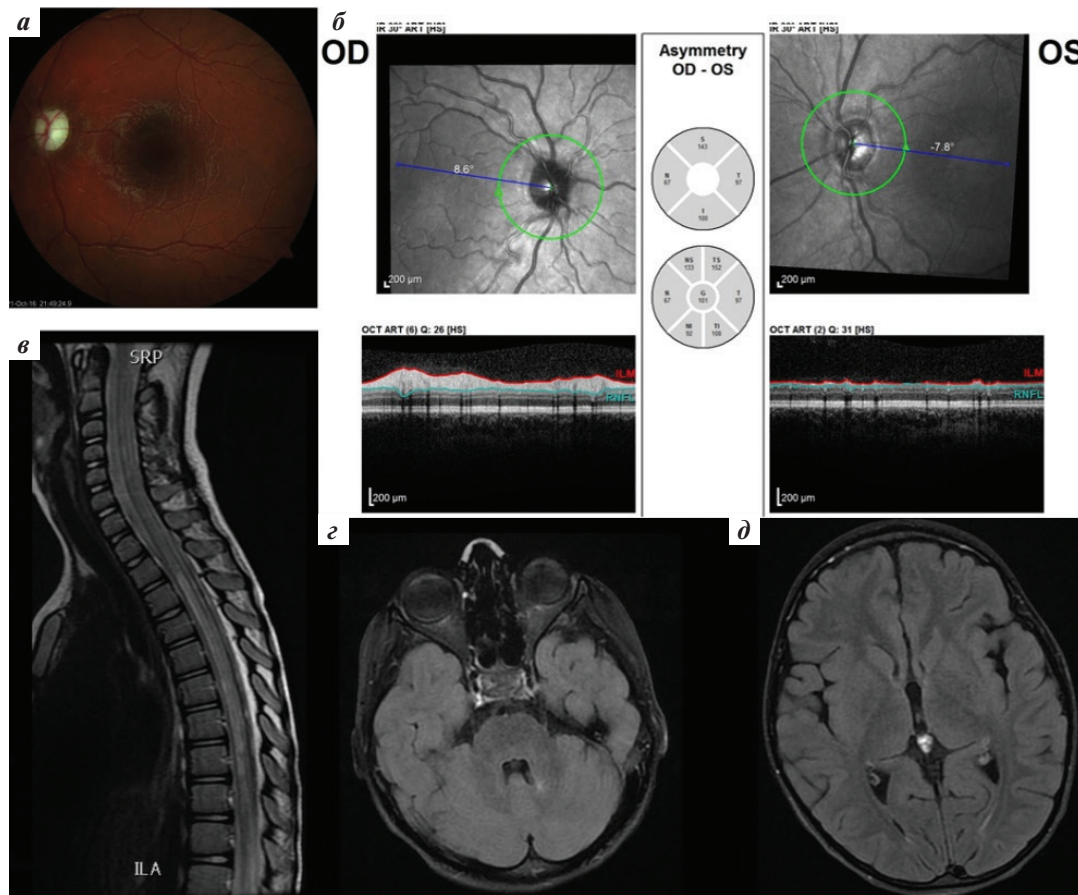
Пациентка Е., 10 лет. Снимок глазного дна (а), оптическая когерентная томография (б), магнитно-резонансная томография (МРТ) спинного мозга (в), МРТ головного мозга (г, д). У пациентки в 3 года появилось сходящееся косоглазие, которое затем прошло. В 6 лет на фоне острой респираторной вирусной инфекции снова появилось сходящееся косоглазие, при этом добавились слабость в ногах, задержка стула и атрофия левого зрительного нерва, что было выявлено на снимке глазного дна (а) и при оптической когерентной томографии (б). В ликворе были эритроциты и небольшой лимфоцитарный цитоз. В крови отсутствовали CD19 лимфоциты, что свидетельствовало о наличии неутонченного иммунодефицита. В дальнейшем у нее развился правосторонний оптический неврит с переходом в атрофию правого зрительного нерва. Брюшные рефлексы отсутствовали. При МРТ был обнаружен протяженный очаг в спинном мозге (в) – продольный обширный поперечный миелит. В итоге у пациентки сформировался продольный обширный поперечный миелит на уровне сегментов спинного мозга С4–5, Th2–9. При МРТ головного мозга был выявлен очаг в средней мозжечковой ножке (д), а также нетипичный МР-сигнал от ткани эпифиза (е), который относится к циркумвентрикулярным органам и иногда поражается при АQP-4-положительным оптиконевромиелите. Анализ на антитела к аквапорину 4 оказался положительным. Проводилась терапия глюкокортикостероидами (пульс-терапия метилпреднизолоном, преднизолон per os), азатиоприном, иммуноглобулином человеческого нормальным с положительной динамикой: пациентка самостоятельно стоит, ходит с поддержкой, нарушения тазовых функций нет. Применение ритуксимаба не давало значительного эффекта. На момент исследования ремиссия не была установлена. Катамнестическое наблюдение составило 3 года
